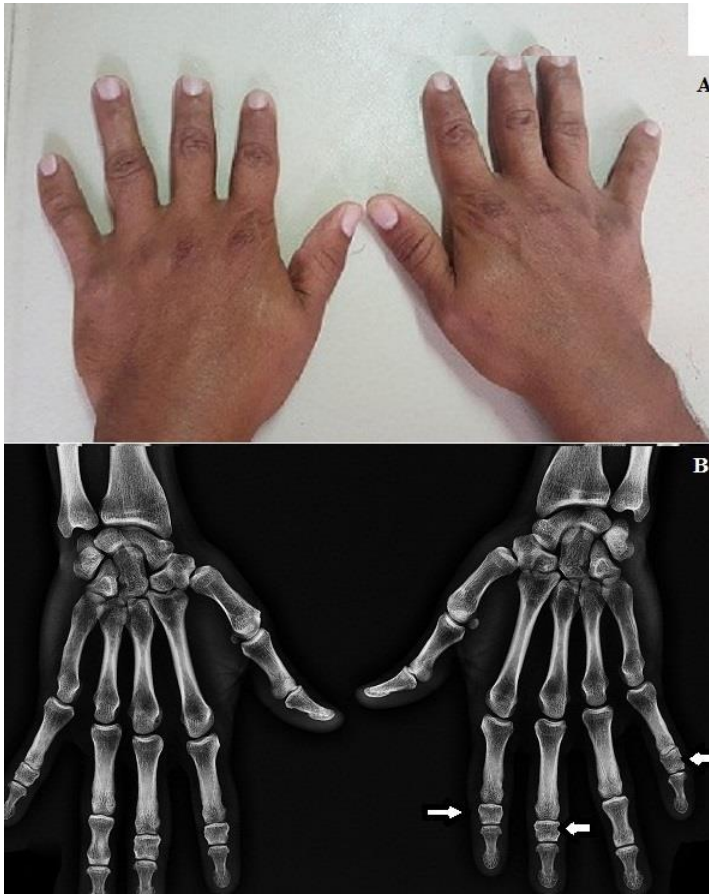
A) raccourcissement des 2^{ème}, 3^{ème} et 5^{ème} doigts des deux mains; B) radiographie standard de face des deux mains montrant une brachymésophalangie des 2^{ème}, 3^{ème} et 5^{ème} rayons
